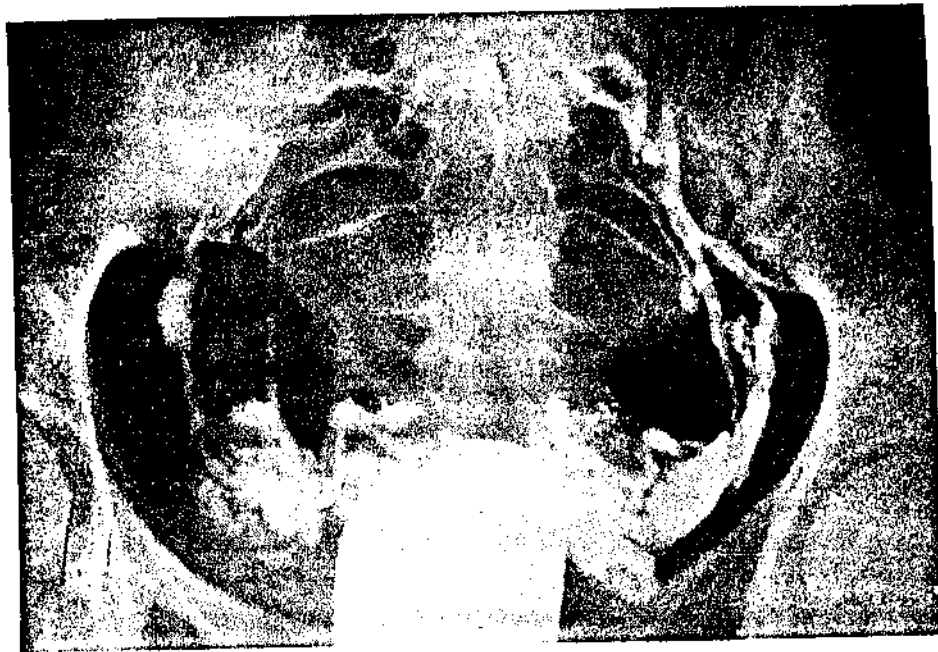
Flebografia pélvica: cervical: - 1ª radiografia.
